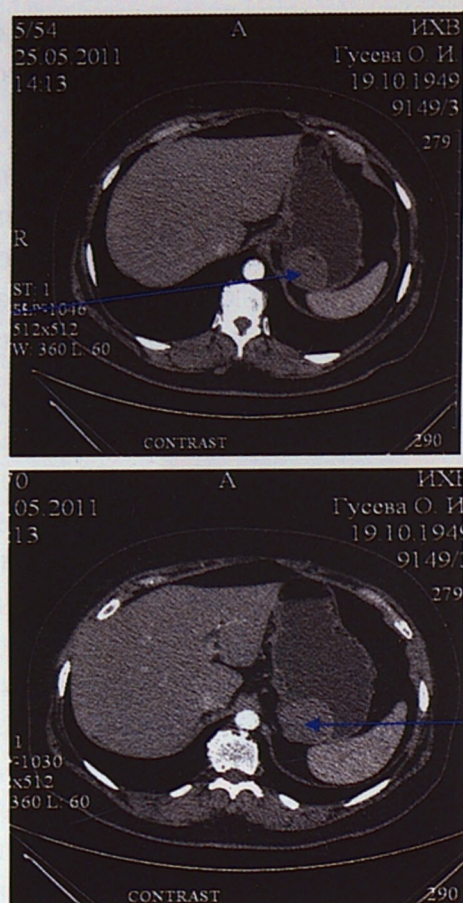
Компьютерная томография брюшной полости. ГИСО желудка (обозначены стрелками)
